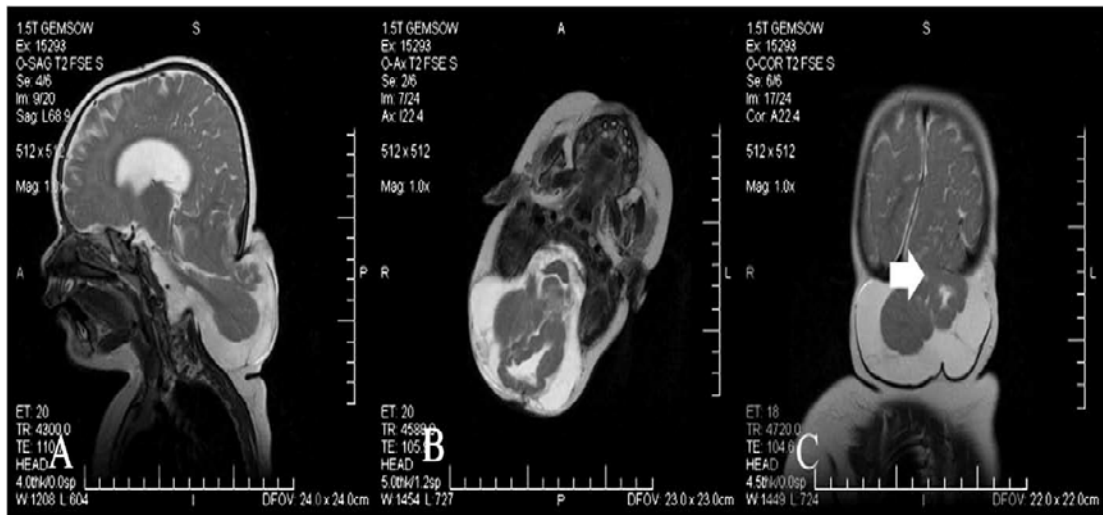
Coupe IRM sagittale (A), axiale (B) et coronale séquence pondéré en T2 montrant une méningo-encéphalocèle cervicale. Le pole occipital (flèche blanche) repose sur le cervelet [45].
